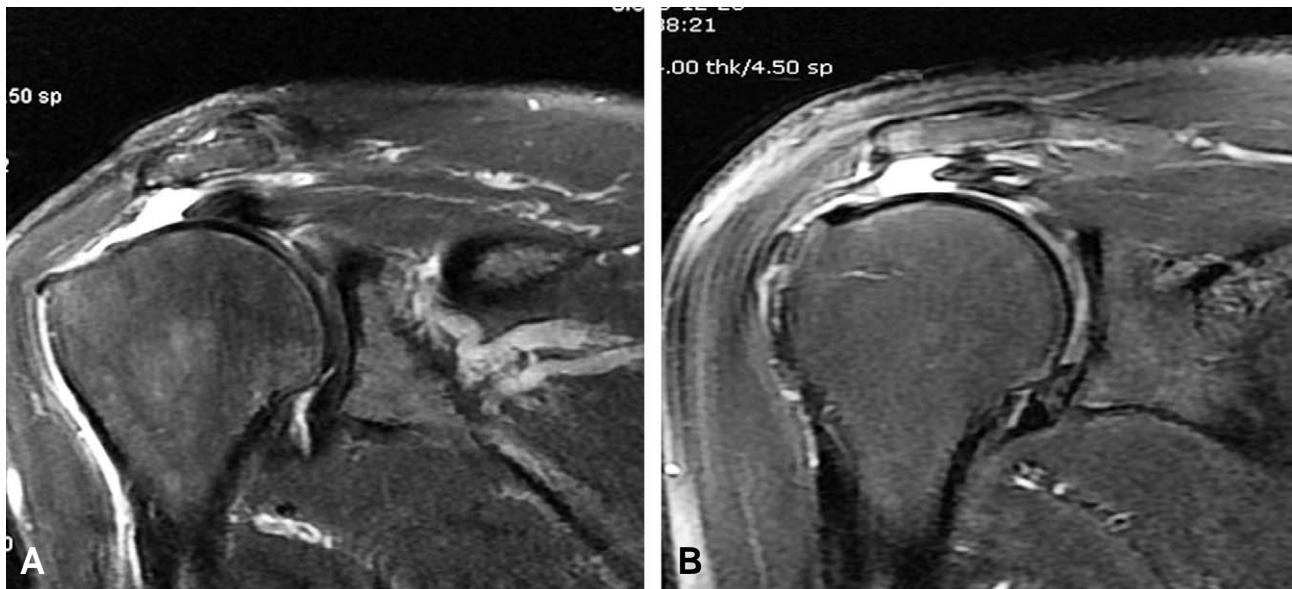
T2-weighted coronal magnetic resonance images of (A) non-delaminated tear and (B) delaminated tear.
